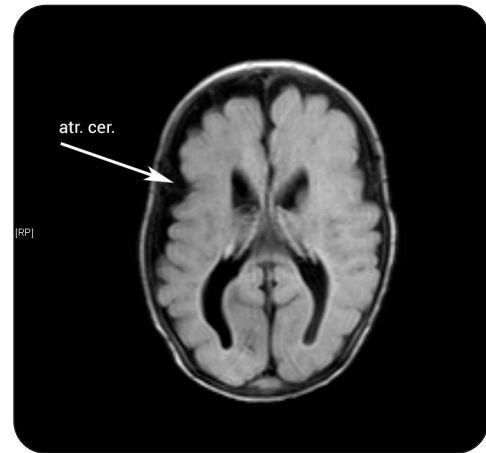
RMN cérébrale J1 : atrophie cérébrale avec une dilatation ventriculaire, une agénésie du *septum pellucidum*, une agénésie partielle du corps calleux et une atrophie du thalamus gauche.
